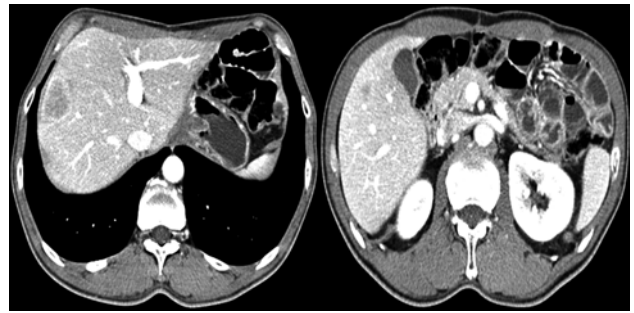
Follow-up CT scan. Low attenuating metastatic lesions in liver (S8, S7, S5) were found.
